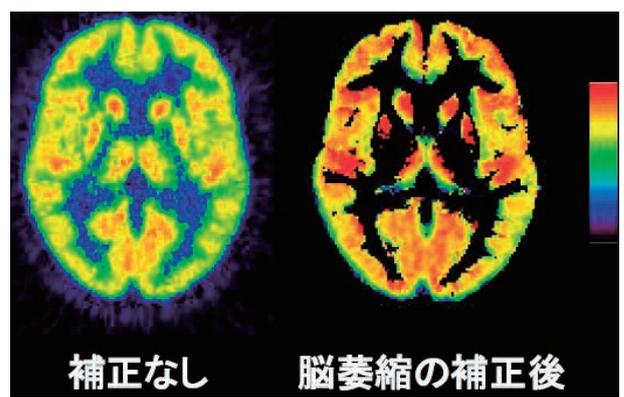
MRIによる脳萎縮の補正前の脳内ブドウ糖消費量画像と補正後の画像
